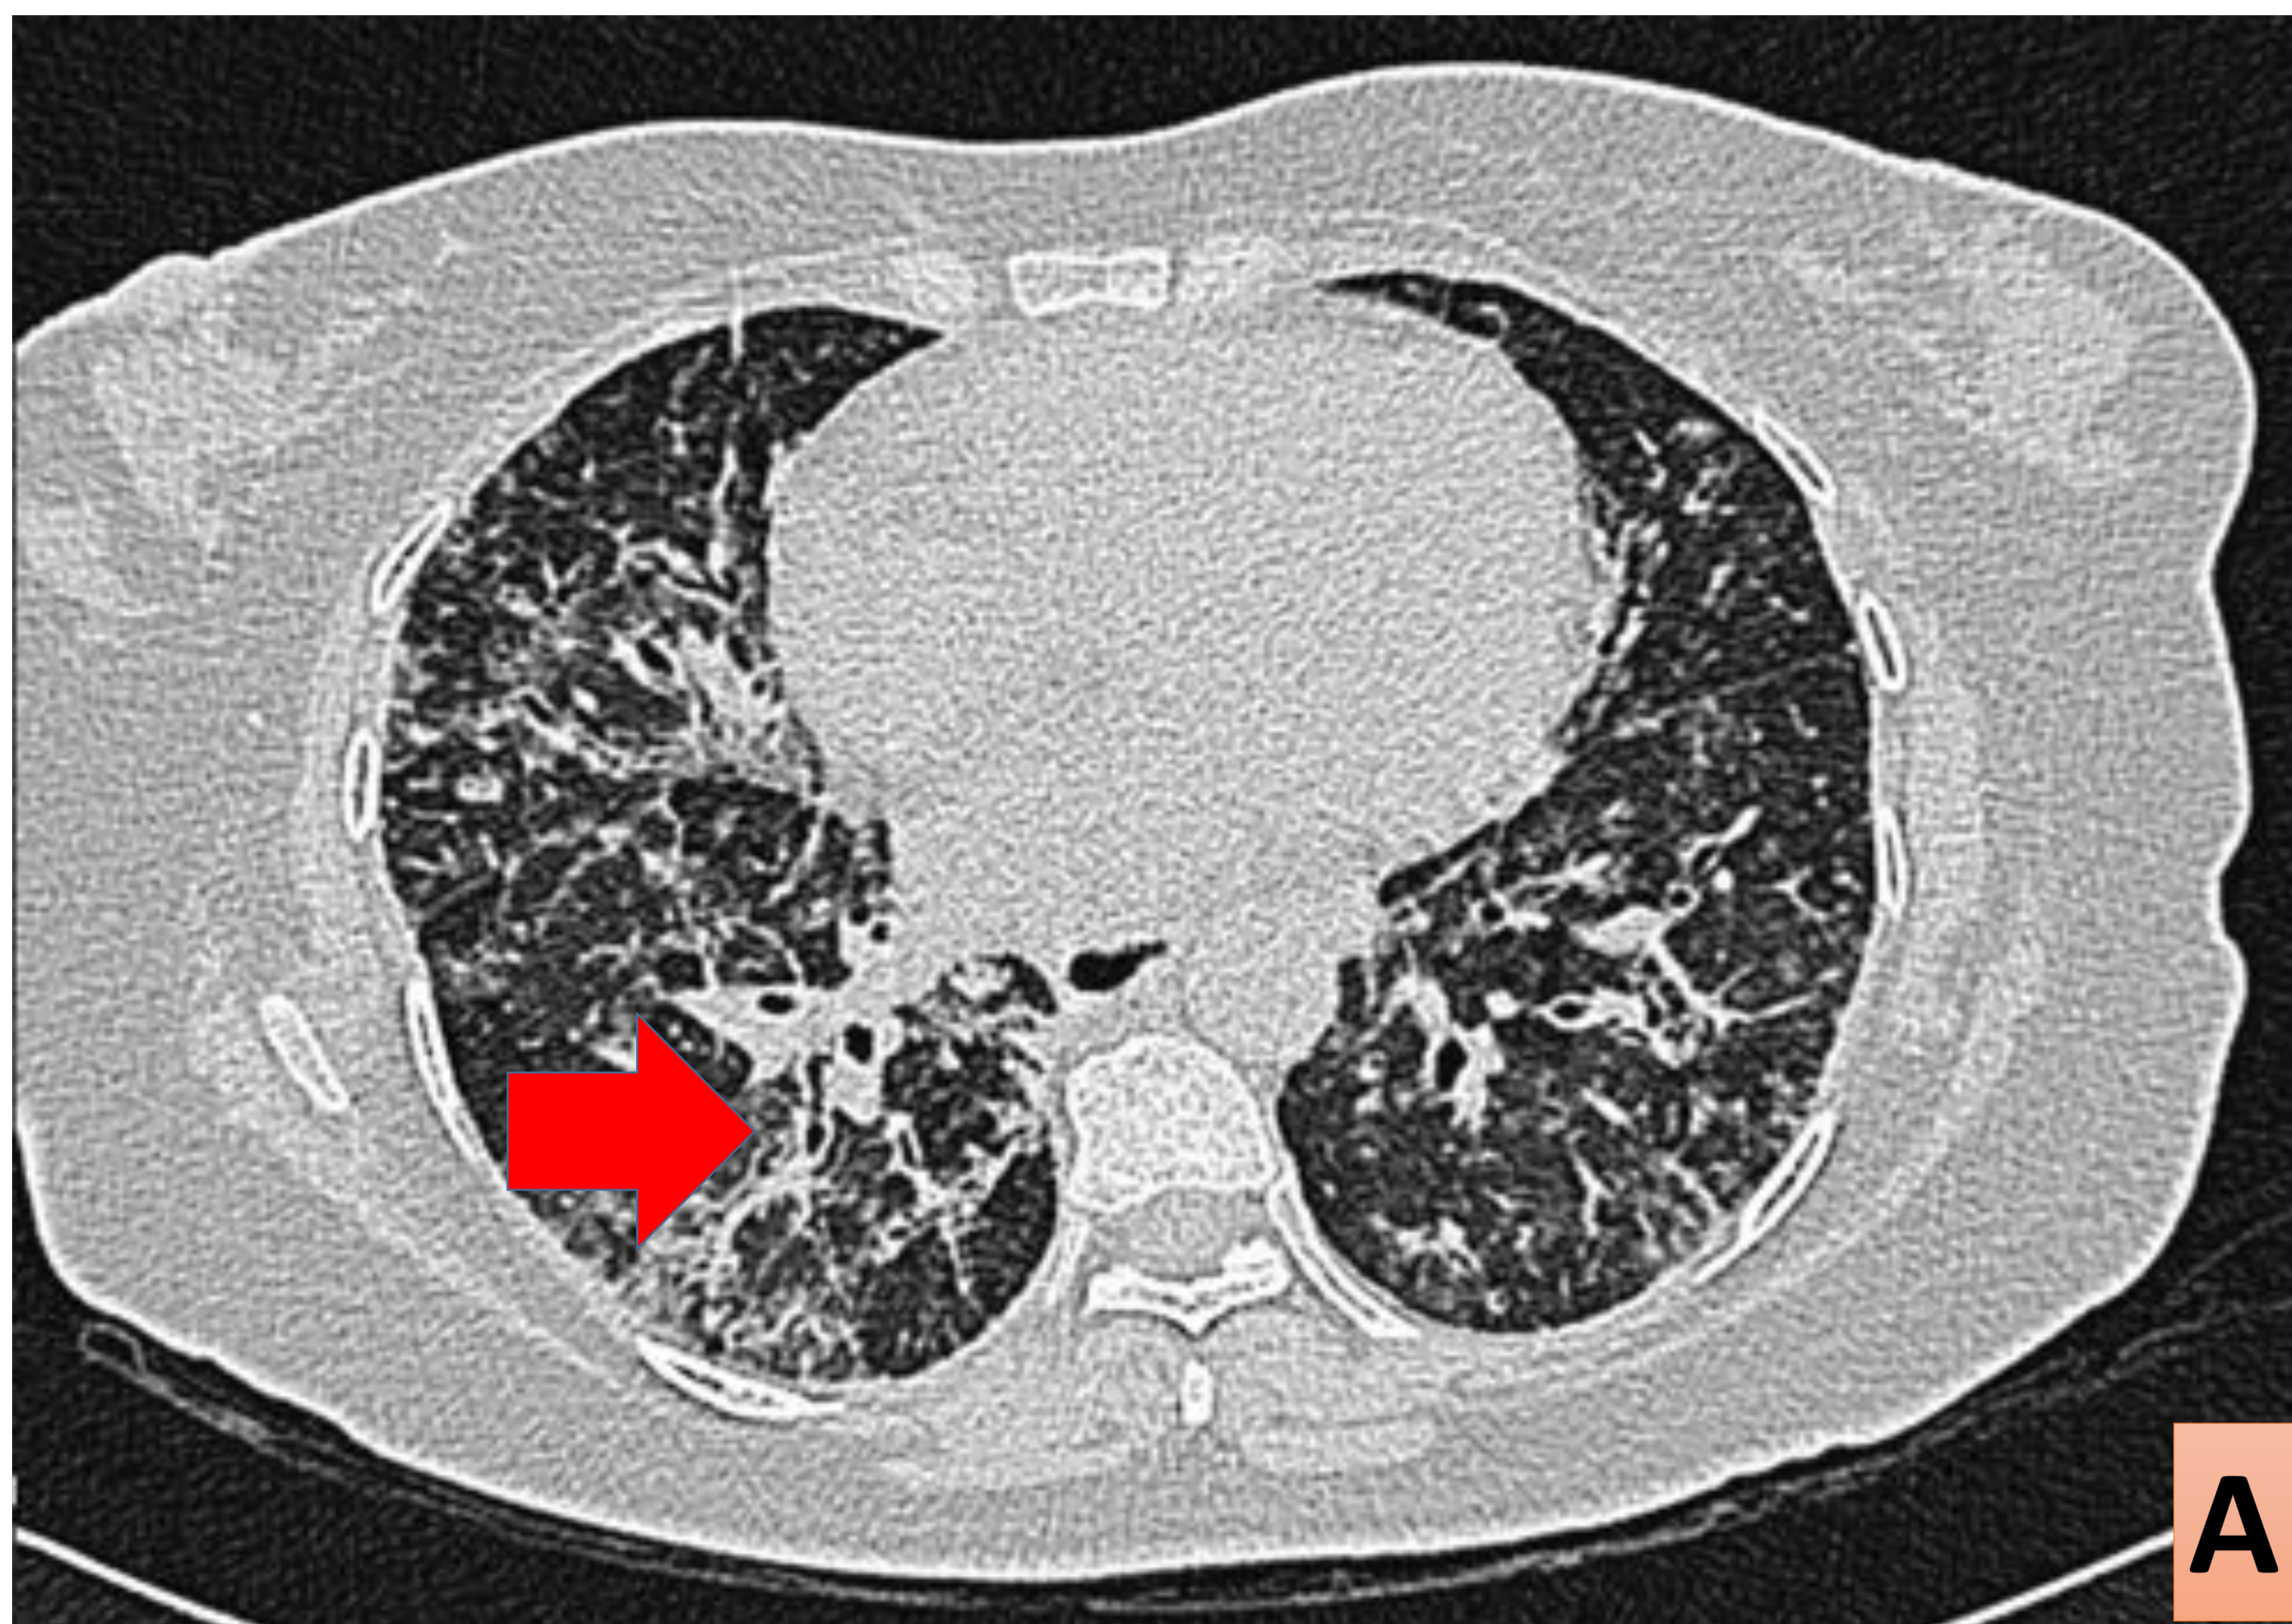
Varón 39 años. HRCT sin contraste. Sarcoidosis estadio II.
